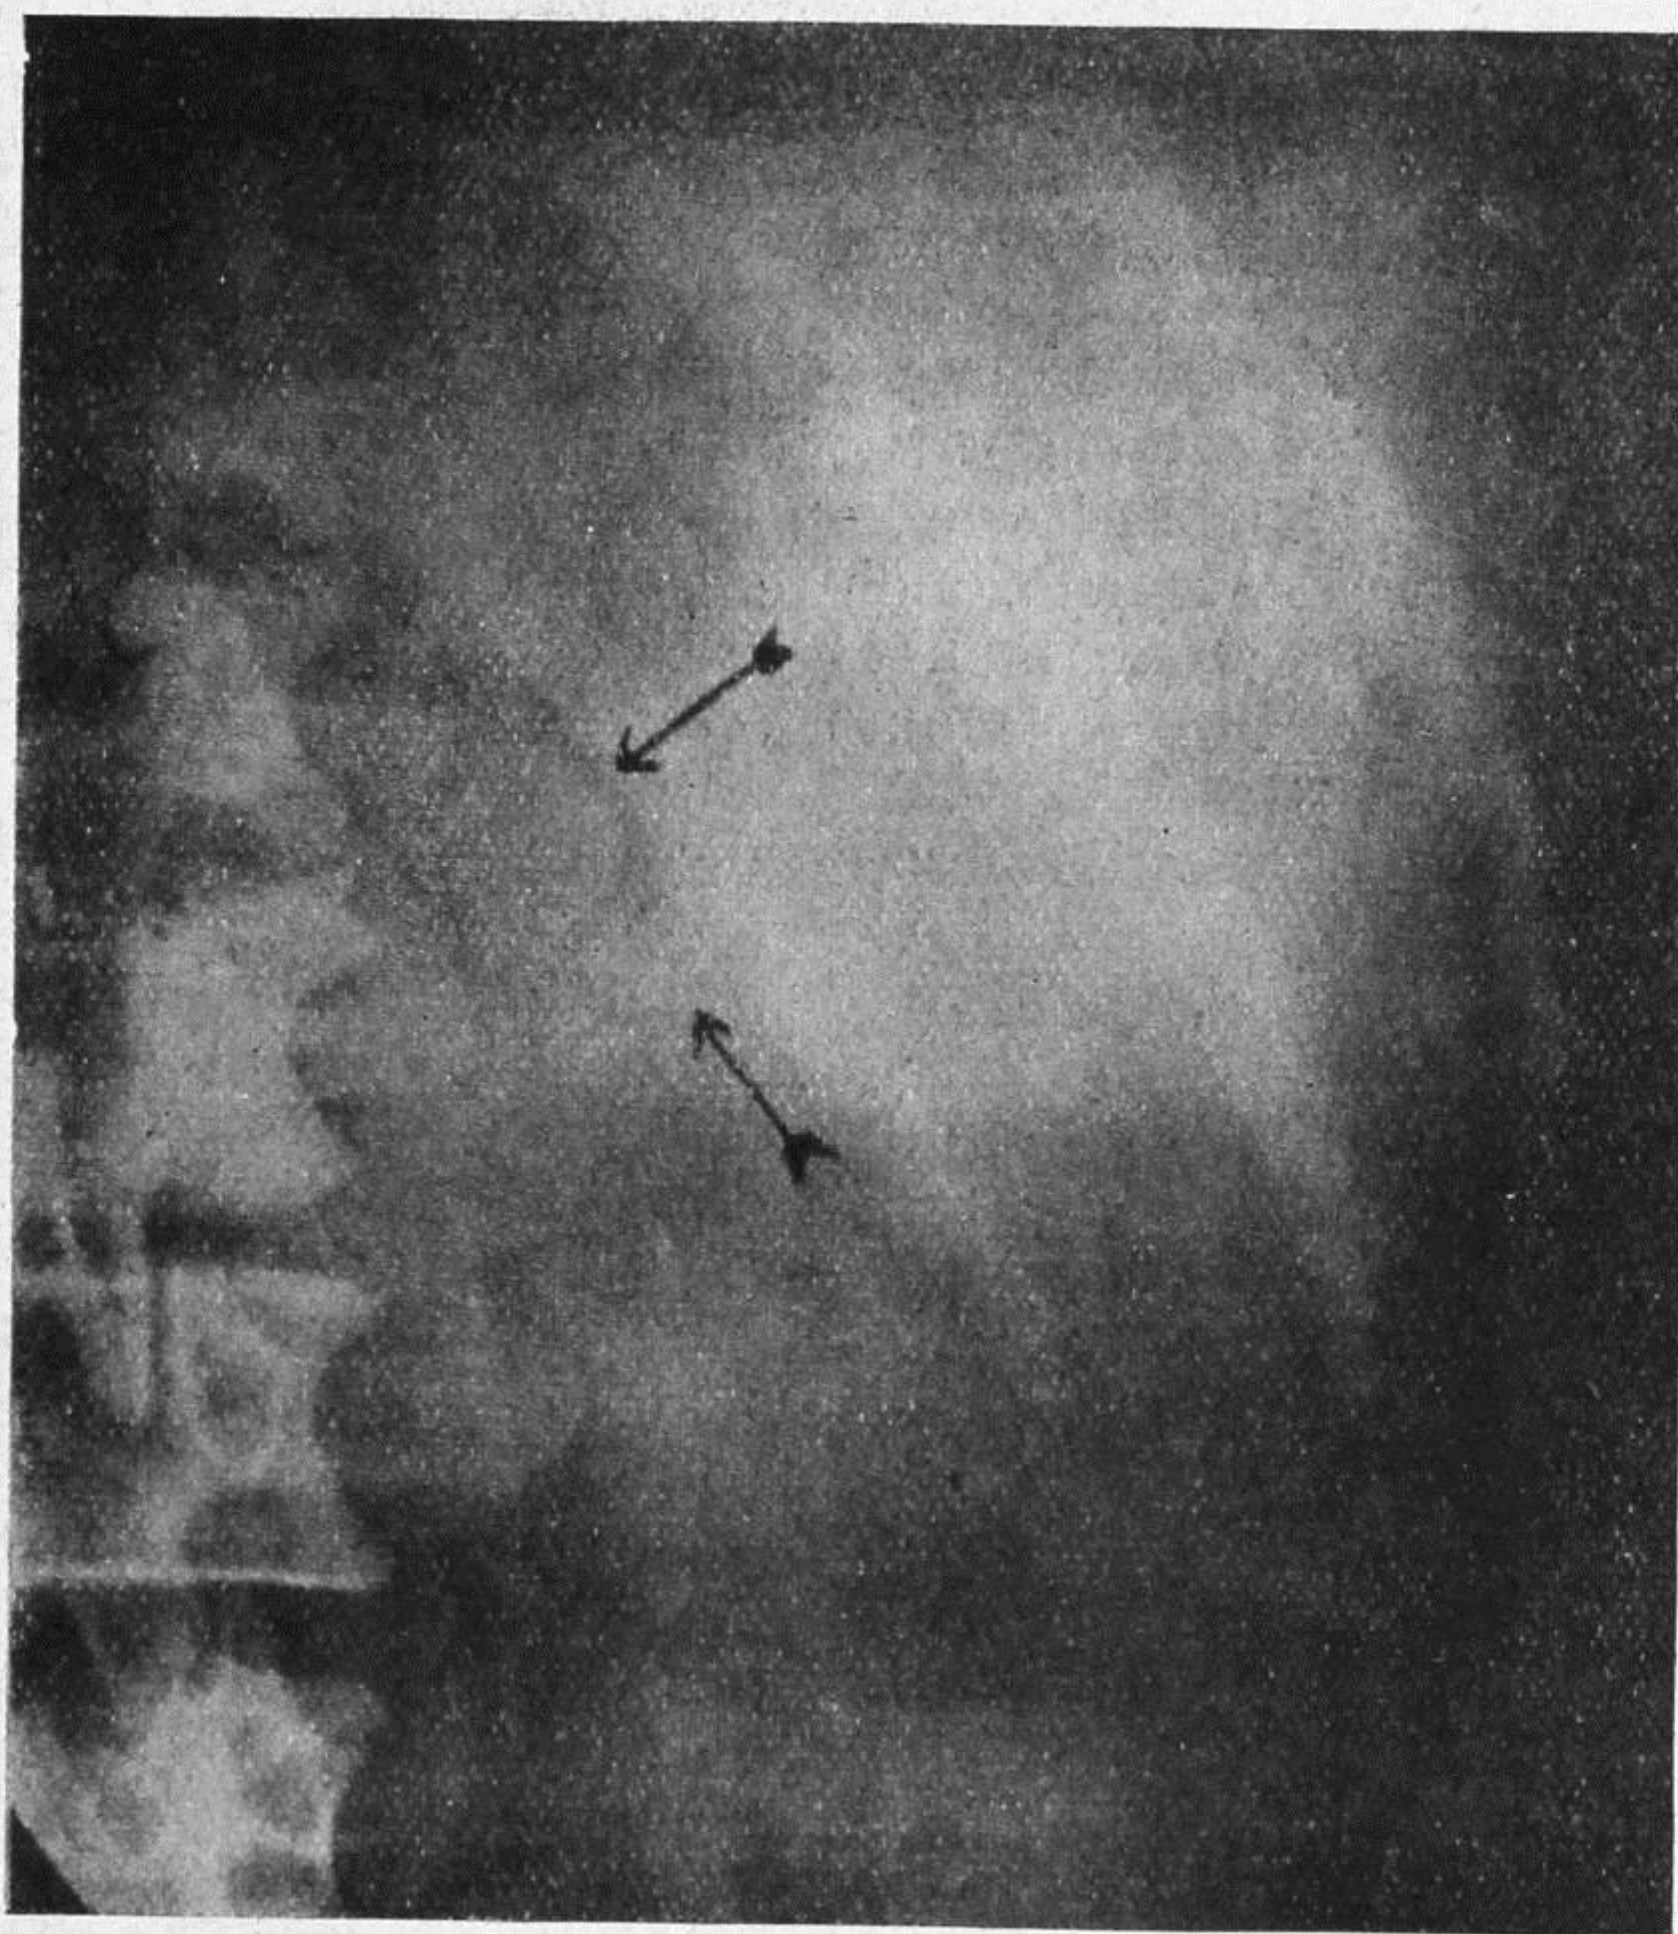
Radiografia semplice Le frecce indicano le ombre sospette.
